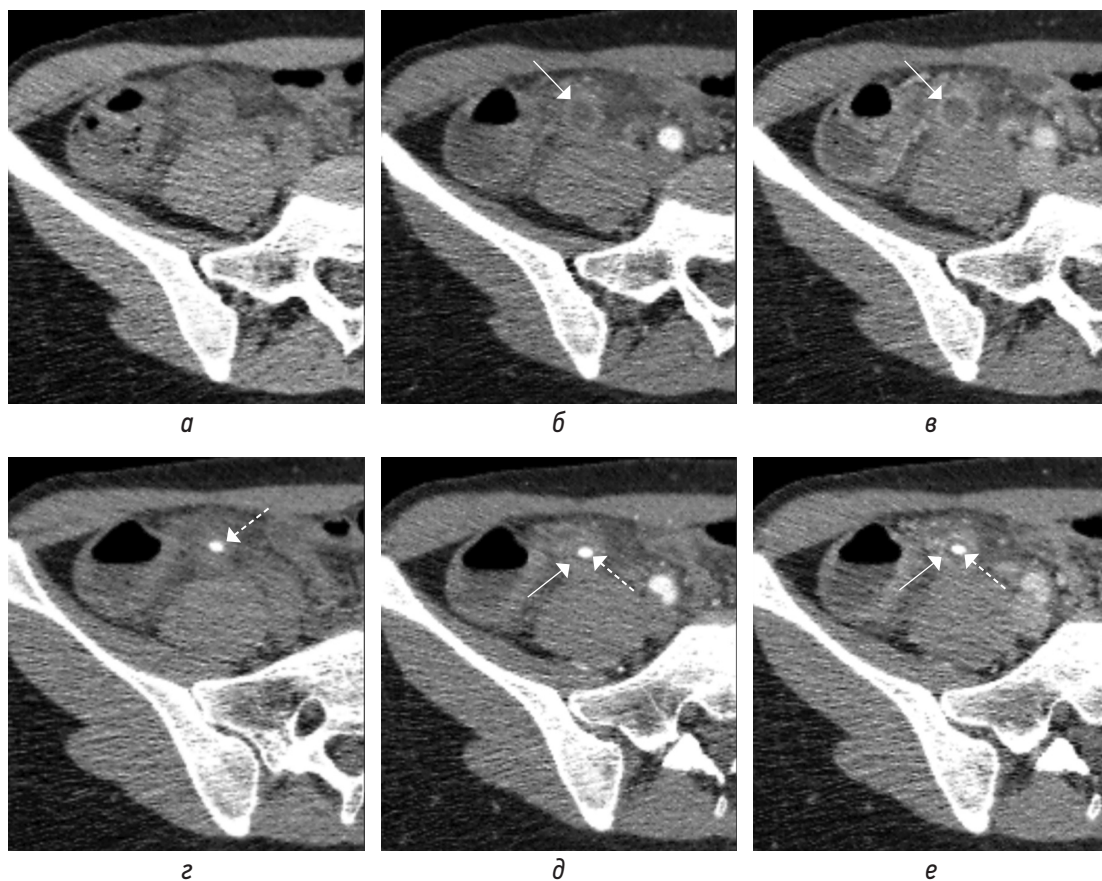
На КТ-изображениях в аксиальной плоскости в нативную (а, з), артериальную (б, д), портоинозную (в, е) фазы на двух уровнях демонстрируется накопление контрастного вещества стенками аппендикулярного отростка (стрелка) в разные постконтрастные фазы в сравнении с нативной. В просвете аппендикса на фоне жидкостного содержимого визуализируется фекалит (пунктирная стрелка)
